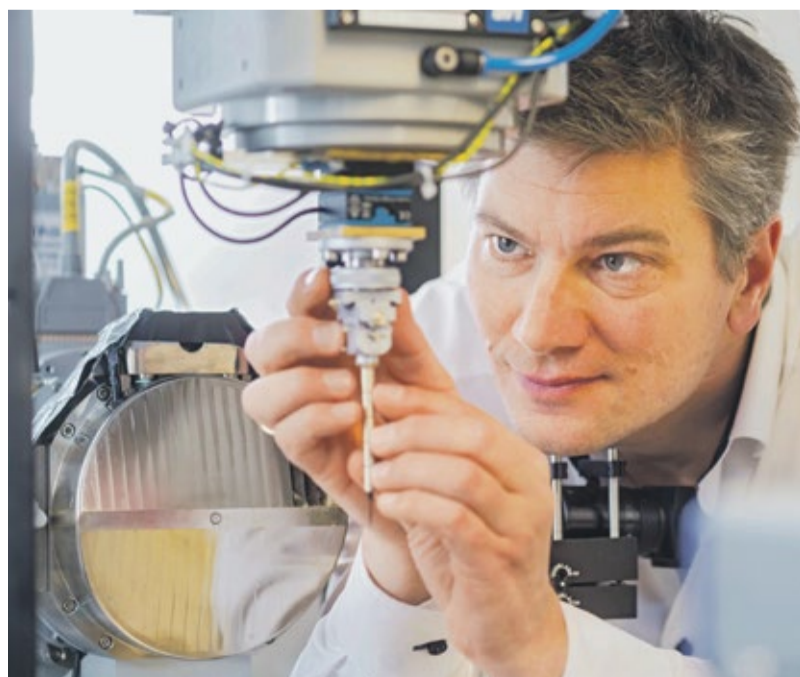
Prof. Franz Pfeiffer montiert eine Probe am Nano-CT-Gerät. Er ist Direktor der Munich School of BioEngineering, an der die Färbemethode und das Nano-CT entwickelt wurden. Foto: Heddergott, TUM
